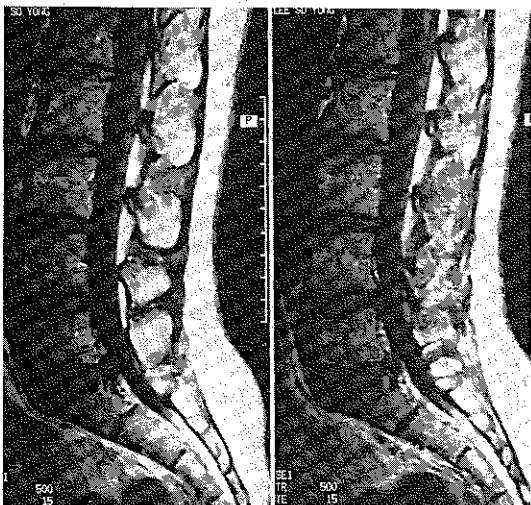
Sagittal MRI(500/30) shows discontinuity of the posterior aspect of the S1 vertebral body.
